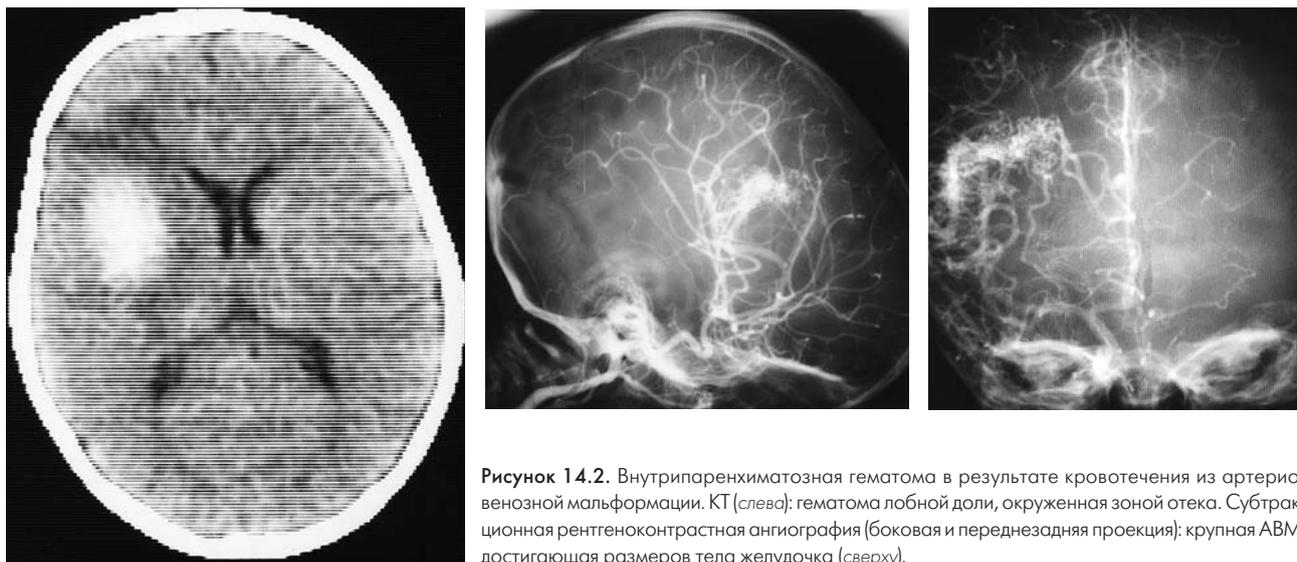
Внутривещистая гематома в результате кровотечения из артерио-венозной мальформации. КТ (слева): гематома лобной доли, окруженная зоной отека. Субтракционная рентгеноконтрастная ангиография (боковая и переднезадняя проекция): крупная АВМ, достигающая размеров тела желудочка (сверху).
